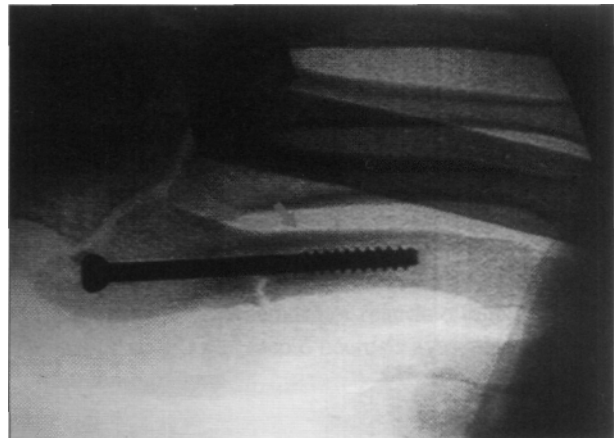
Radiografía posoperatoria inmediata.
